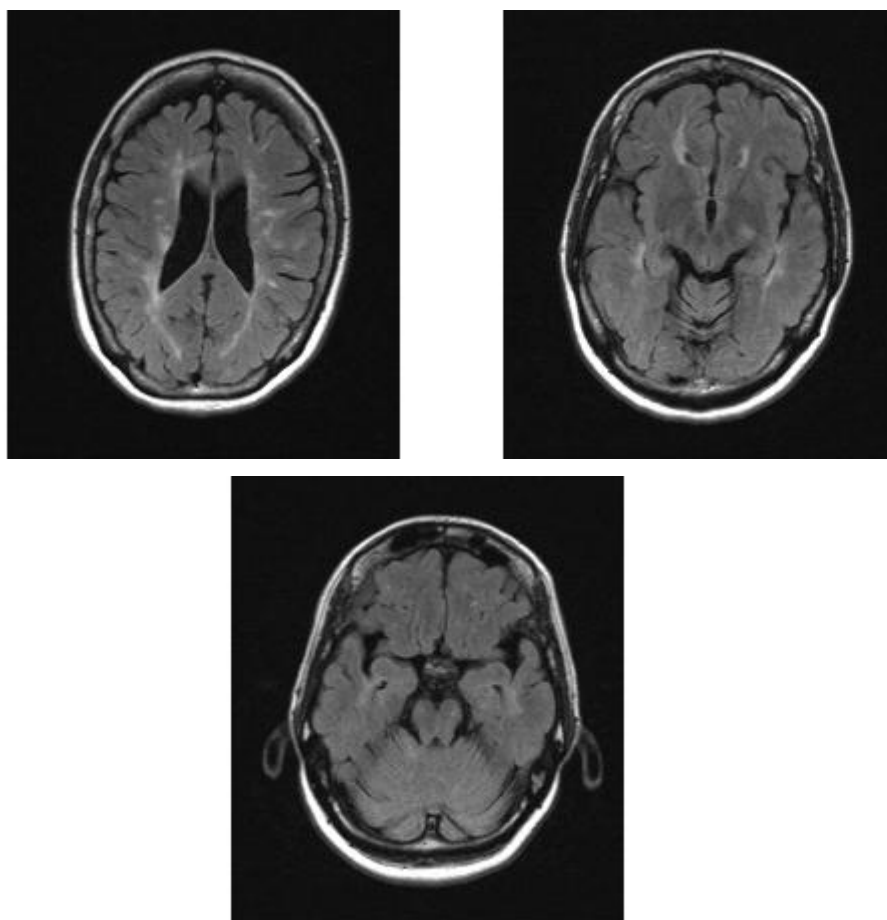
Figura a, Resonancia magnetica en T2 de adquisición, la cual muestra imágenes hiperintensa en T2 Flair.
